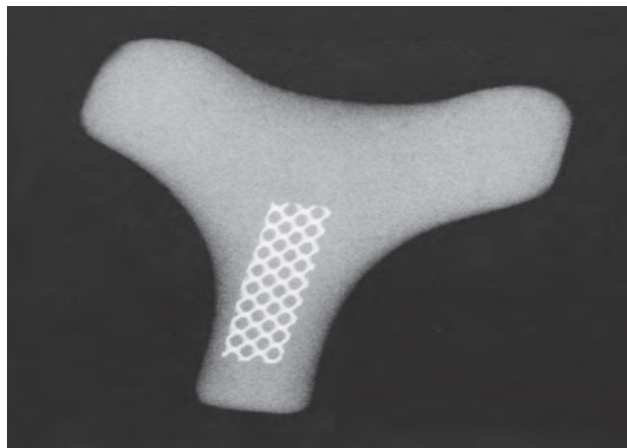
Рентгенограмма индивидуального металло-биокерамического имплантата дистального метаэпифиза правой плечевой кости
